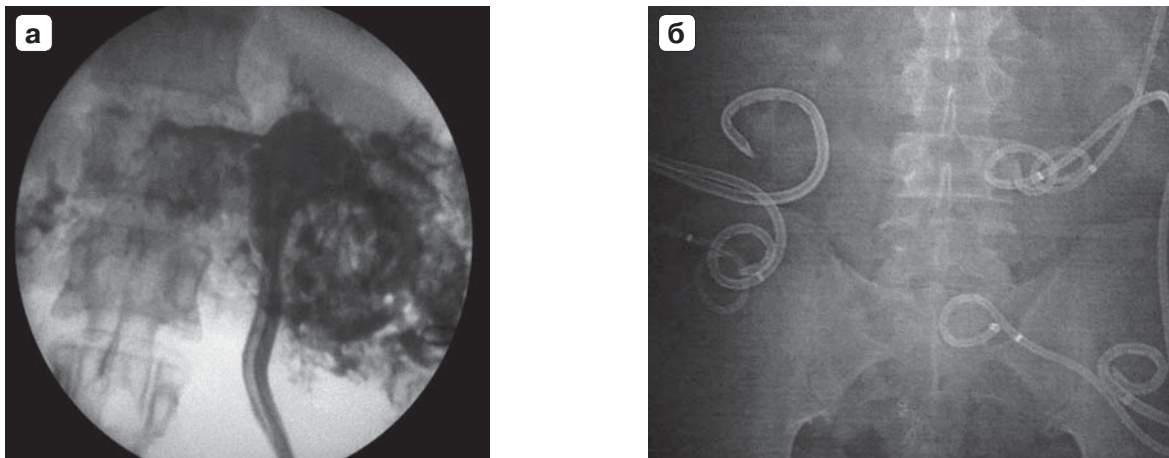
Дренаживание забрюшинной клетчатки при осложненном течении острого деструктивного панкреатита: а – фистулохолангиограмма, 2 дренажа; б – обзорная рентгенограмма, 7 дренажей.
